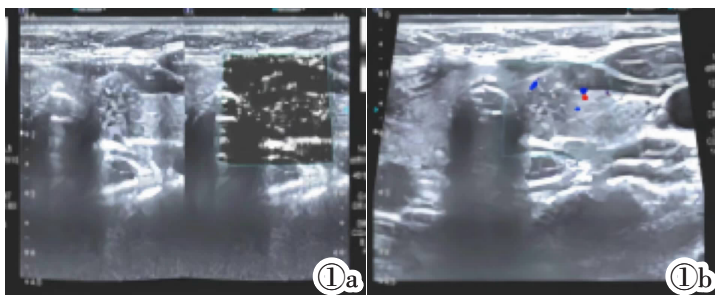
甲状腺乳头状癌位于左叶,二维超声检查:低回声实性结节,纵横比>1,形态不规则,界限不清,沙粒样钙化点。SMI 和 CDFI 显示结节的外周不连续血管以及内部微血管。图 1a:CDFI;Adler 2 级,血流分布 III 型,线状血流信号。图 1b:SMI;Adler 3 级,血流分布 IV 型,穿支样血流信号。
